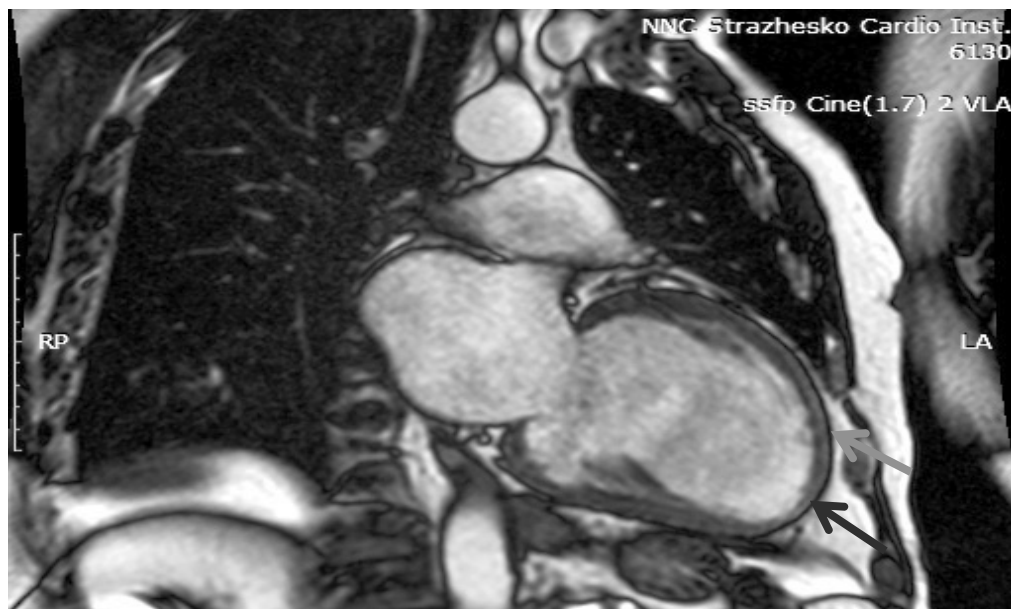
МРТ-візуалізація серця хворого С. Значна дилатація лівих відділів серця, субепікардіальне та інтрамуральне відстрочене накопичення контрасту в бічній та верхівковій ділянках лівого шлуночка (стрілки).
